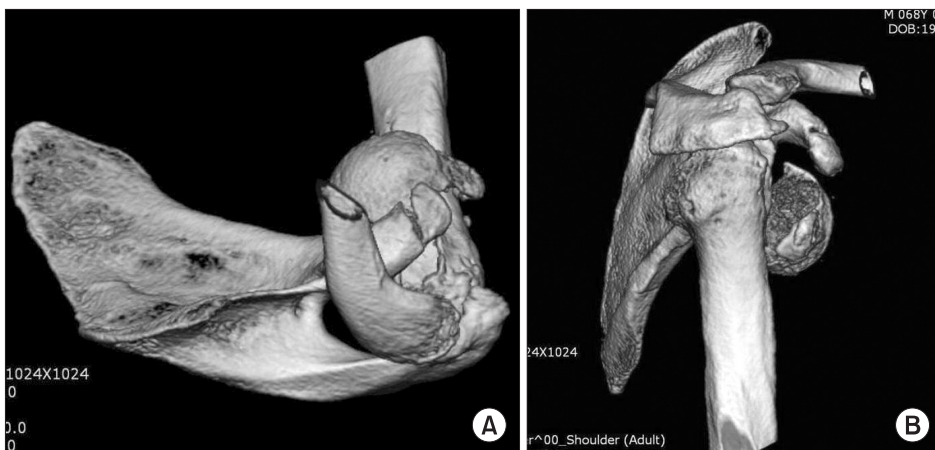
(A, B) 3D CT reveals humerus head fracture with inferomedial displacement of fractured head fragment.
